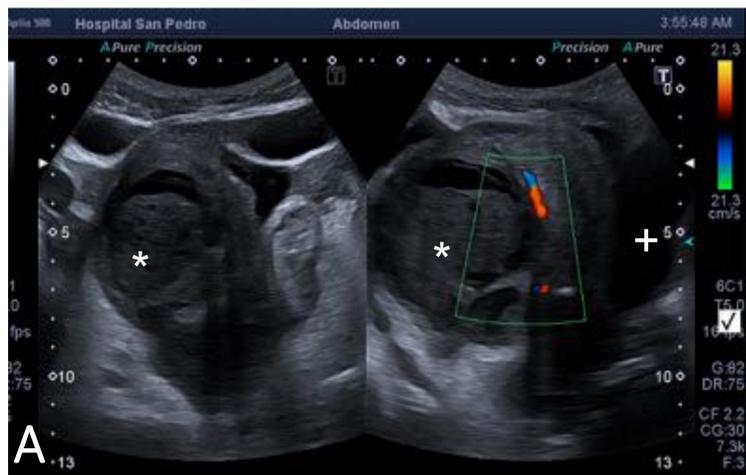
Mujer de 41 años con dolor en FID de una semana de evolución y metrorragia. Blumberg positivo. En analítica leucocitosis 17000 con desviación izquierda. Ecografía para descartar apendicitis vs patología ginecológica.
